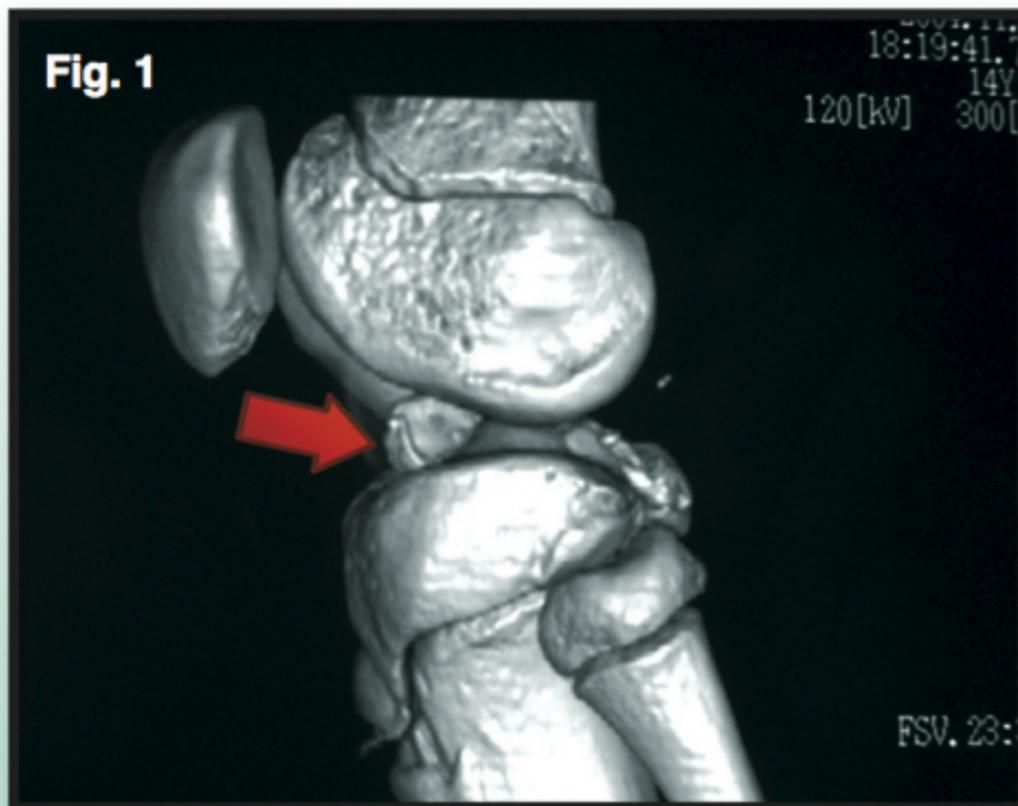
La freccia indica il distacco della spina nel ginocchio di una bambina di otto anni (TAC tridimensionale)
